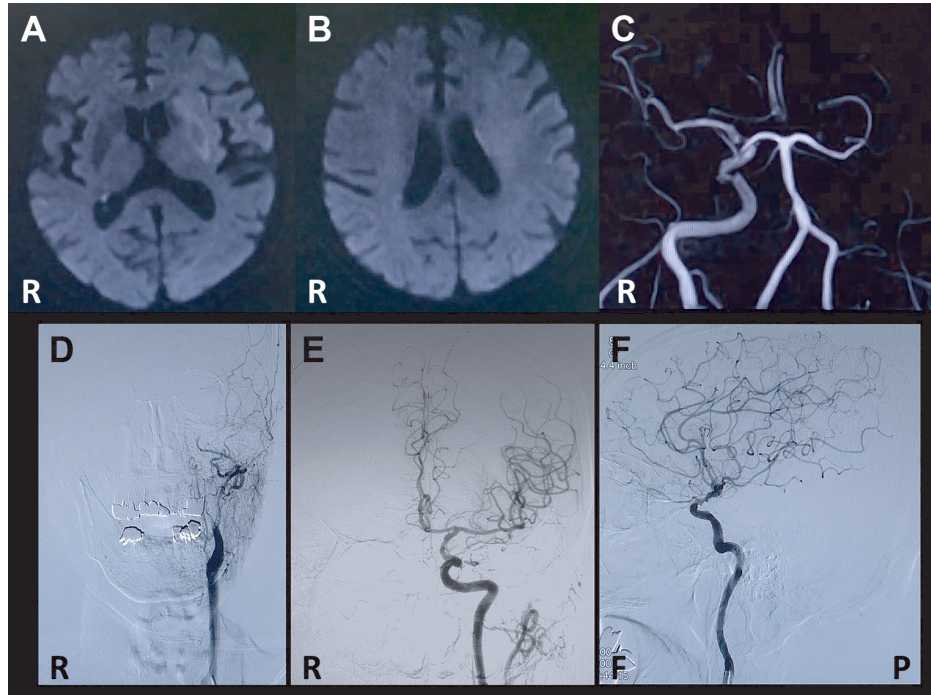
MR images (A, B), MR angiogram (C), and digital subtraction angiograms (D, E, F) on the day of admission.
